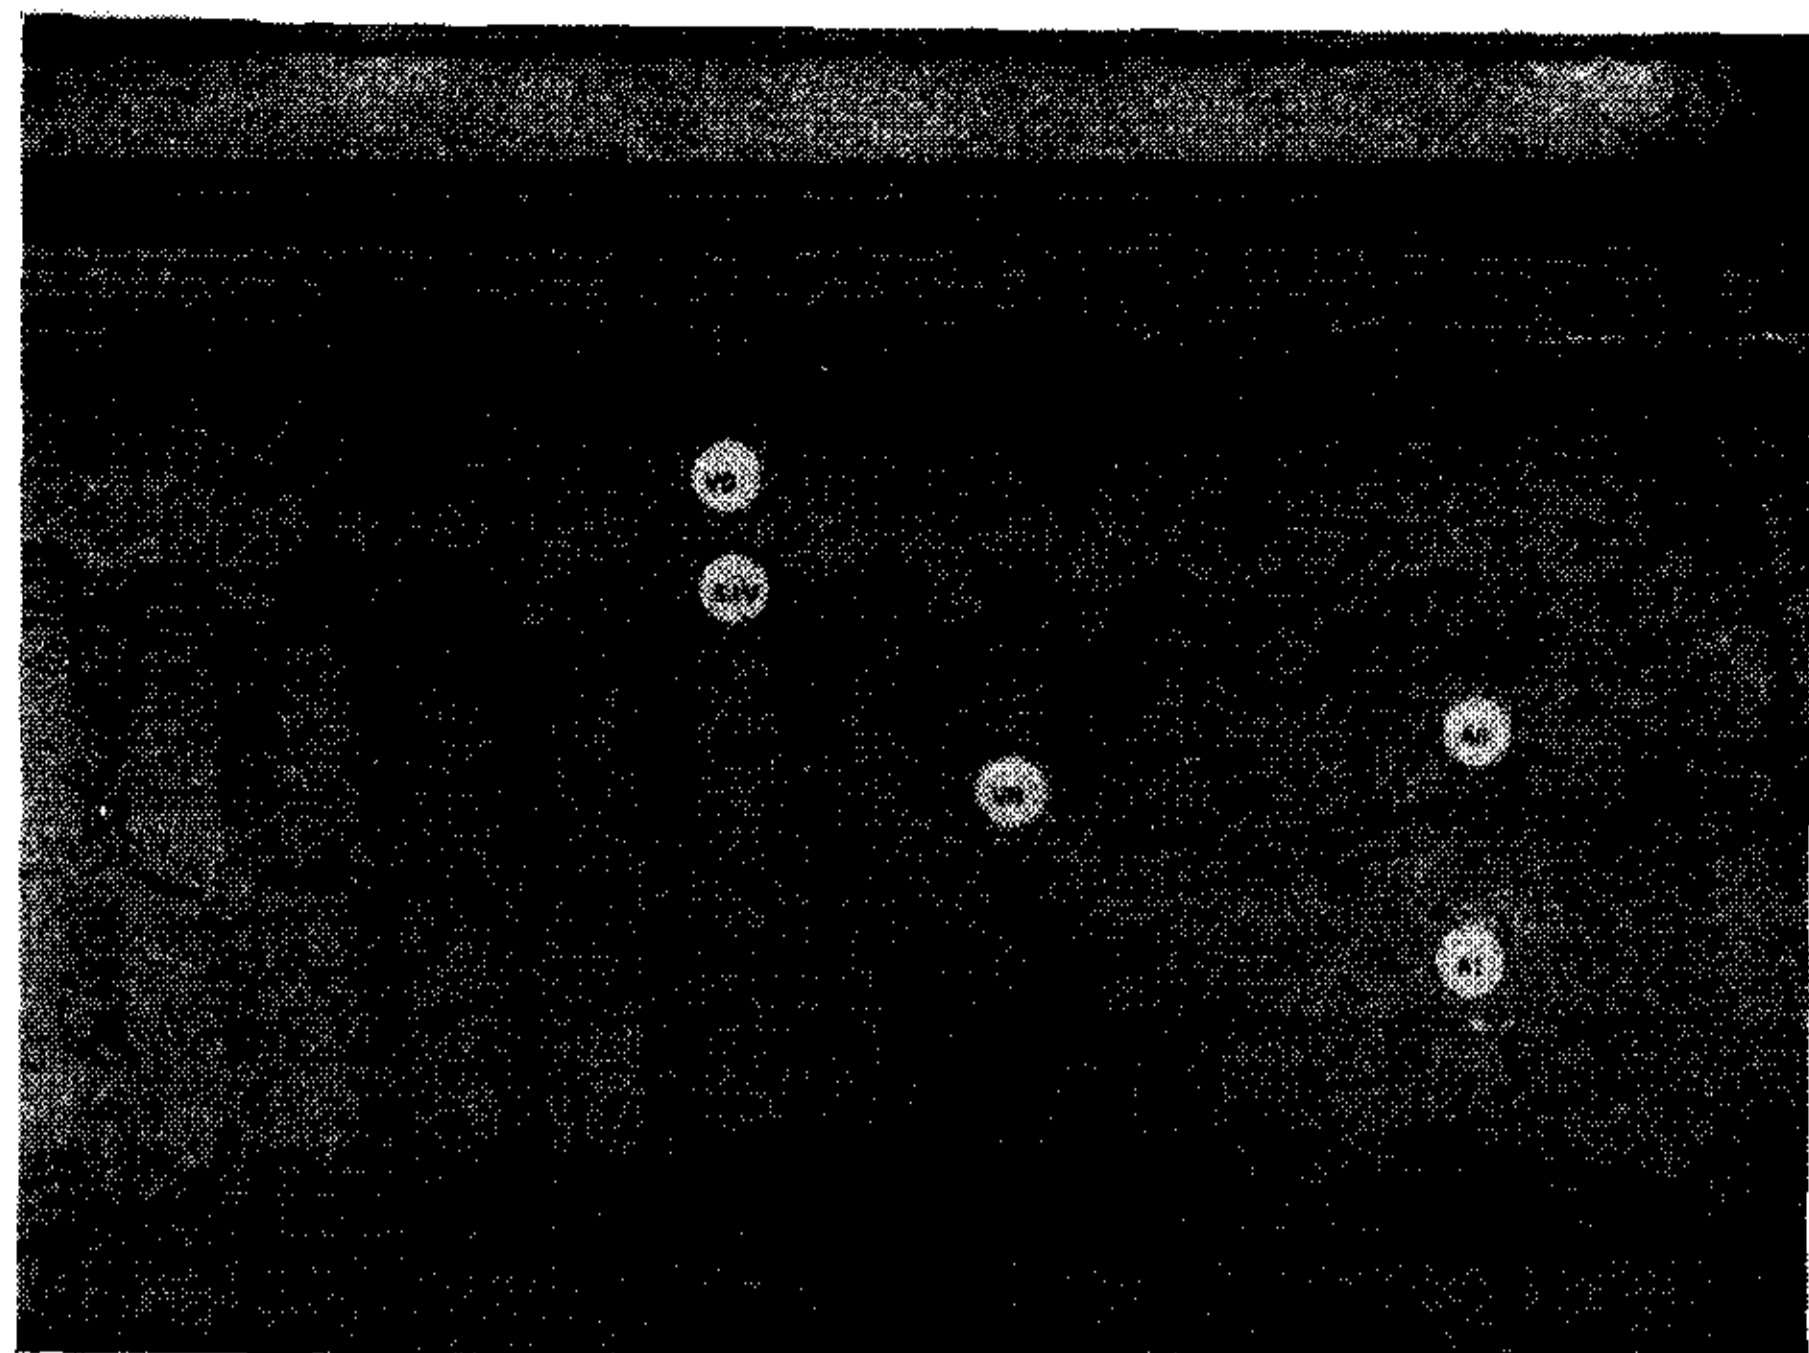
Ecocardiograma en modo M. Se observa un barrido de nivel 4 a nivel 1 que demuestra un discreto agrandamiento de las cavidades izquierdas y el movimiento septal y de la pared posterior del ventrículo izquierdo, característicos de restricción miocárdica. VD: ventrículo derecho; SIV: septum interventricular. VM: válvula mitral; AD: aorta; AI: aurícula izquierda.
